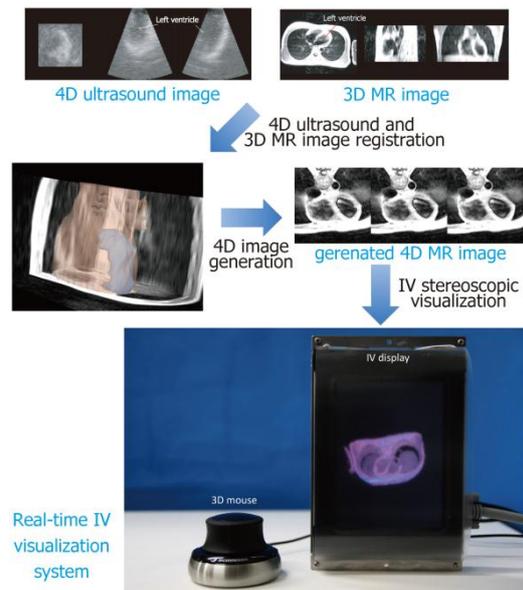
心臓の4D超音波データと3DMRI画像の統合とリアルタイムIV立体表示
